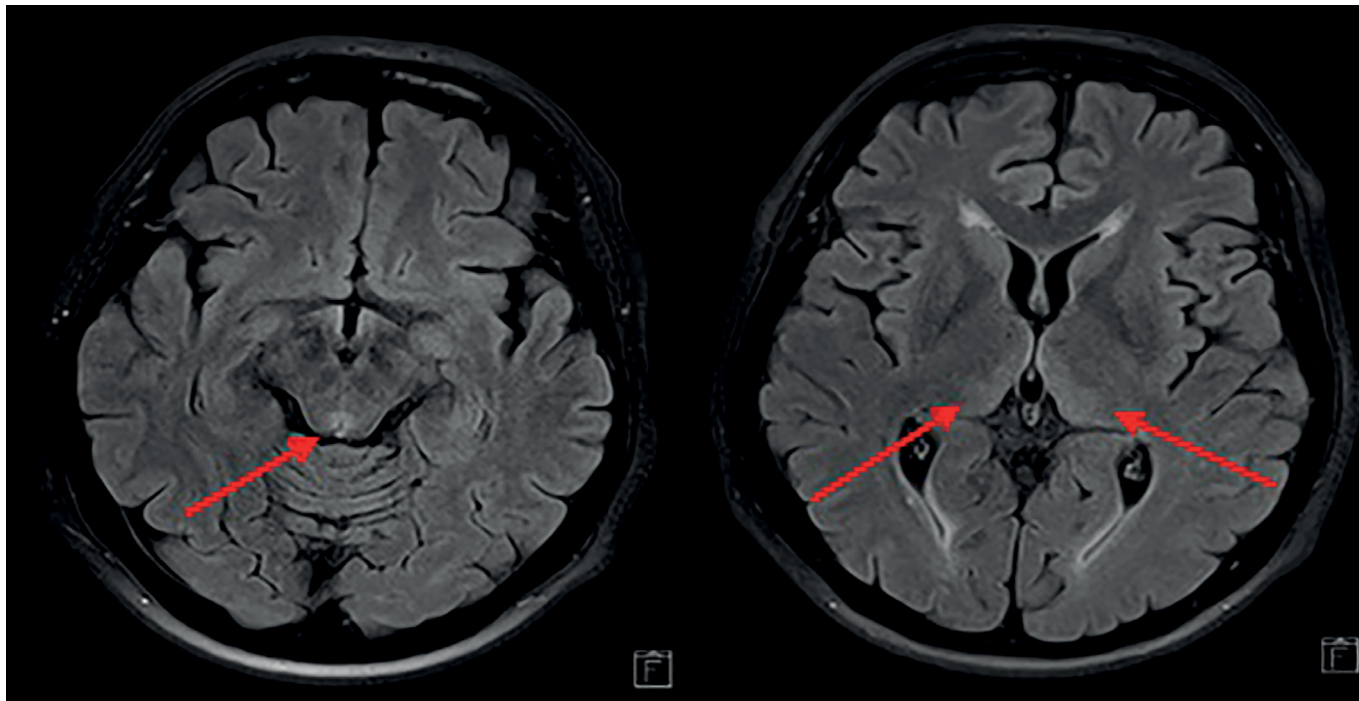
МРТ головного мозга: симметричное неоднородное повышение МР-сигнала на T2-взвешенных изображениях и Tirm от медиальных отделов таламуса, сосцевидных тел и серого вещества вокруг силвиева водопровода.
